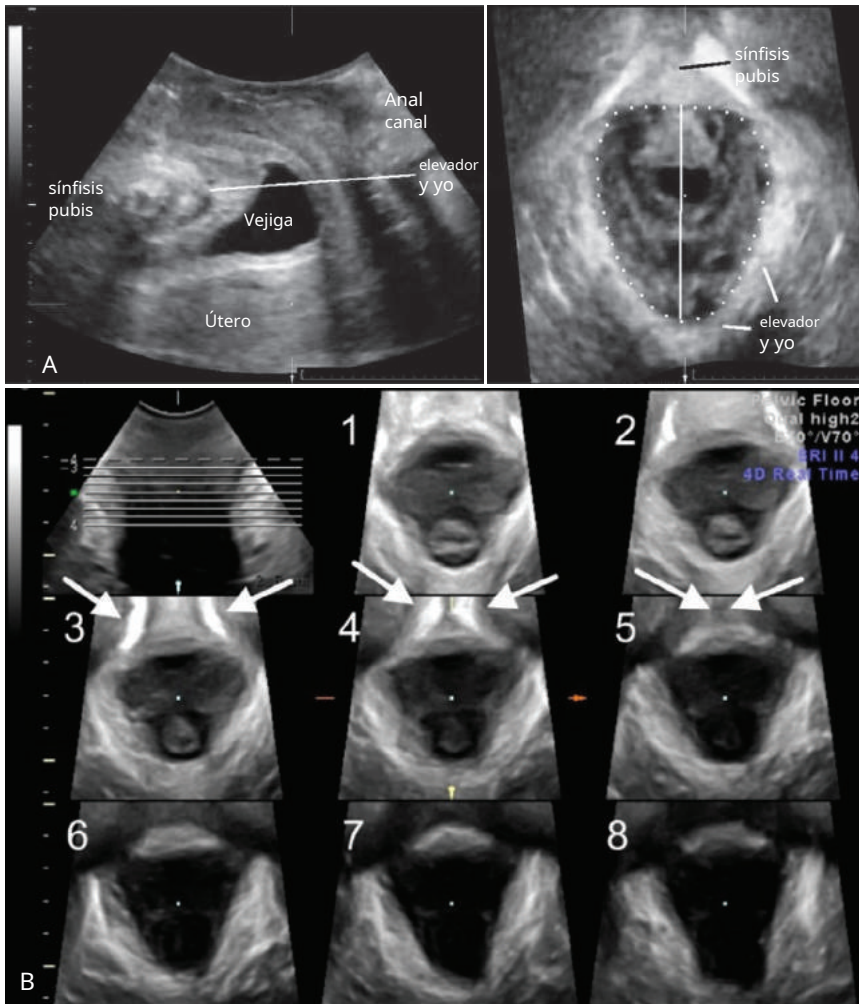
Imágenes de ultrasonido transabdominales tridimensionales en el plano medio sagital (*izquierda*) y plano axial oblicuo (*bien*) que muestra la identificación del plano de mínimas dimensiones de hiato en la maniobra de Valsalva. La línea horizontal en la imagen del *izquierda* ilustra la identificación del plano de dimensiones hiales mínimas en el plano medio sagital y es equivalente a la línea vertical en la imagen de *labien*. El *línea punteada* en la imagen del *bien* ilustra el área hiatal mínima en Valsalva, que se midió en 19 cm², lo que indica una distensibilidad normal del hiato. (De Dietz HP, Shek C, De Leon J, Steensma AB. Globoza del hiato del elevador. *Ultrasonido Obstet Ginecol.* 2008;31:676.) B, Imágenes por ultrasonido tomográfico en el plano C (axial) para evaluar la integridad del elevador. El corte 1 es el corte caudal; El corte 8 es el corte más craneal. El *flechas* indican la sínfisis del pubis. (Del parámetro de práctica AIUM/IUGA para la realización de exámenes ecográficos uroginecológicos: desarrollado en colaboración con la ACR, la AUGS, la AUA y la SRU. *Int Urogynecol J.* 2019;30:1389.)
